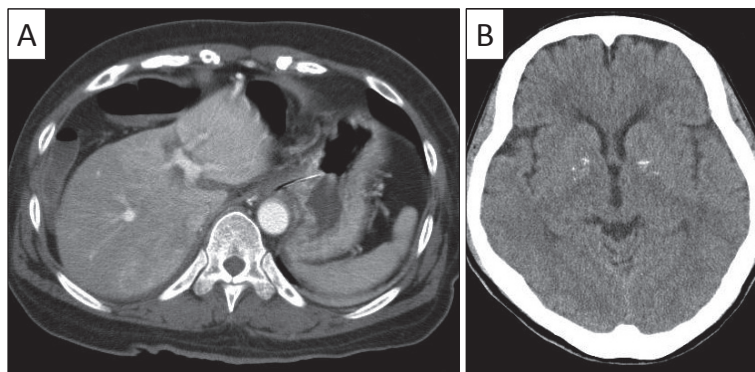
Abdominal CT scan revealed severe atrophy of the liver. (A). Head CT scan showed no sign of brain edema. (B)
